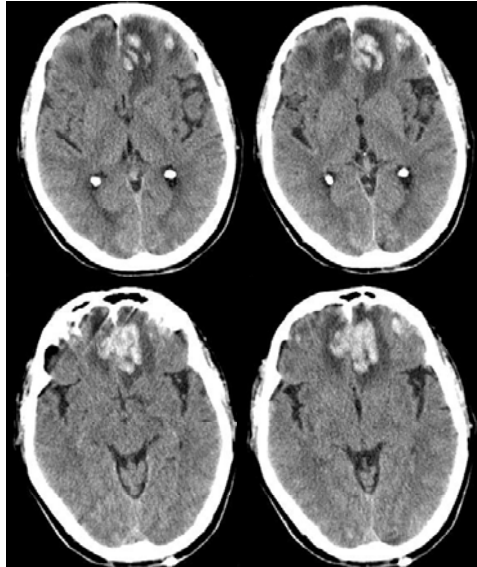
A. TC craneal de ingreso donde se observa una contusión frontobasal bilateral de predominio izquierdo. B. TC de 24 horas del ingreso donde se observa un marcado aumento del tamaño de la contusión hemorrágica
